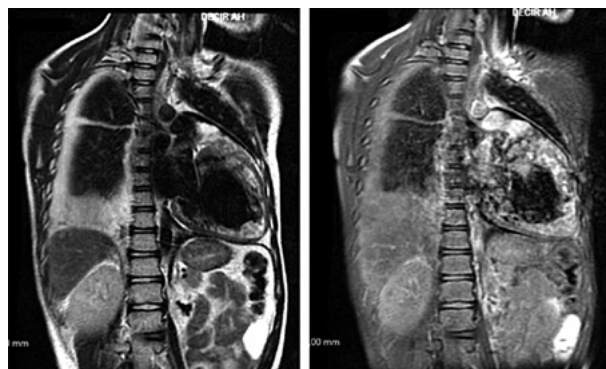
Resonancia magnética cardiaca: Dilatación biventricular y atrial izquierda con ventrículo izquierdo no compactado.
